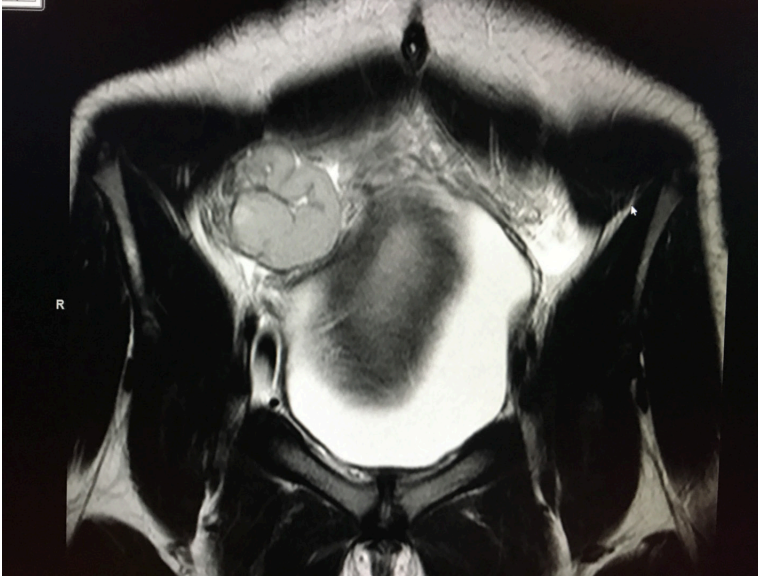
Ressonância no plano coronal em T2 mostrando hematosalpinge.
